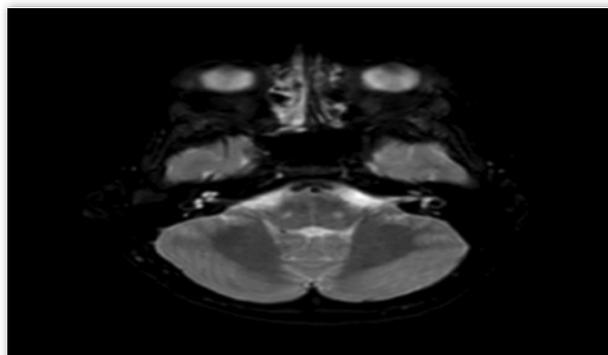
RM en T2. Transverso. Lesiones hiperintensas bulboprotuberanciales bilaterales en el recorrido del VII par.
